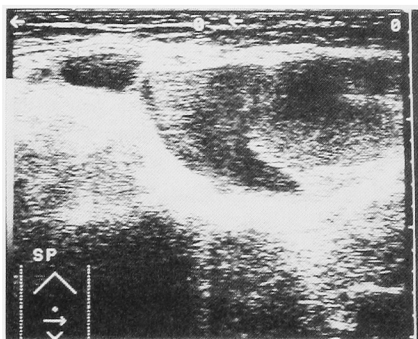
Ultrasonogram of the lower abdomen demonstrates large mass containing multiple cysts.
